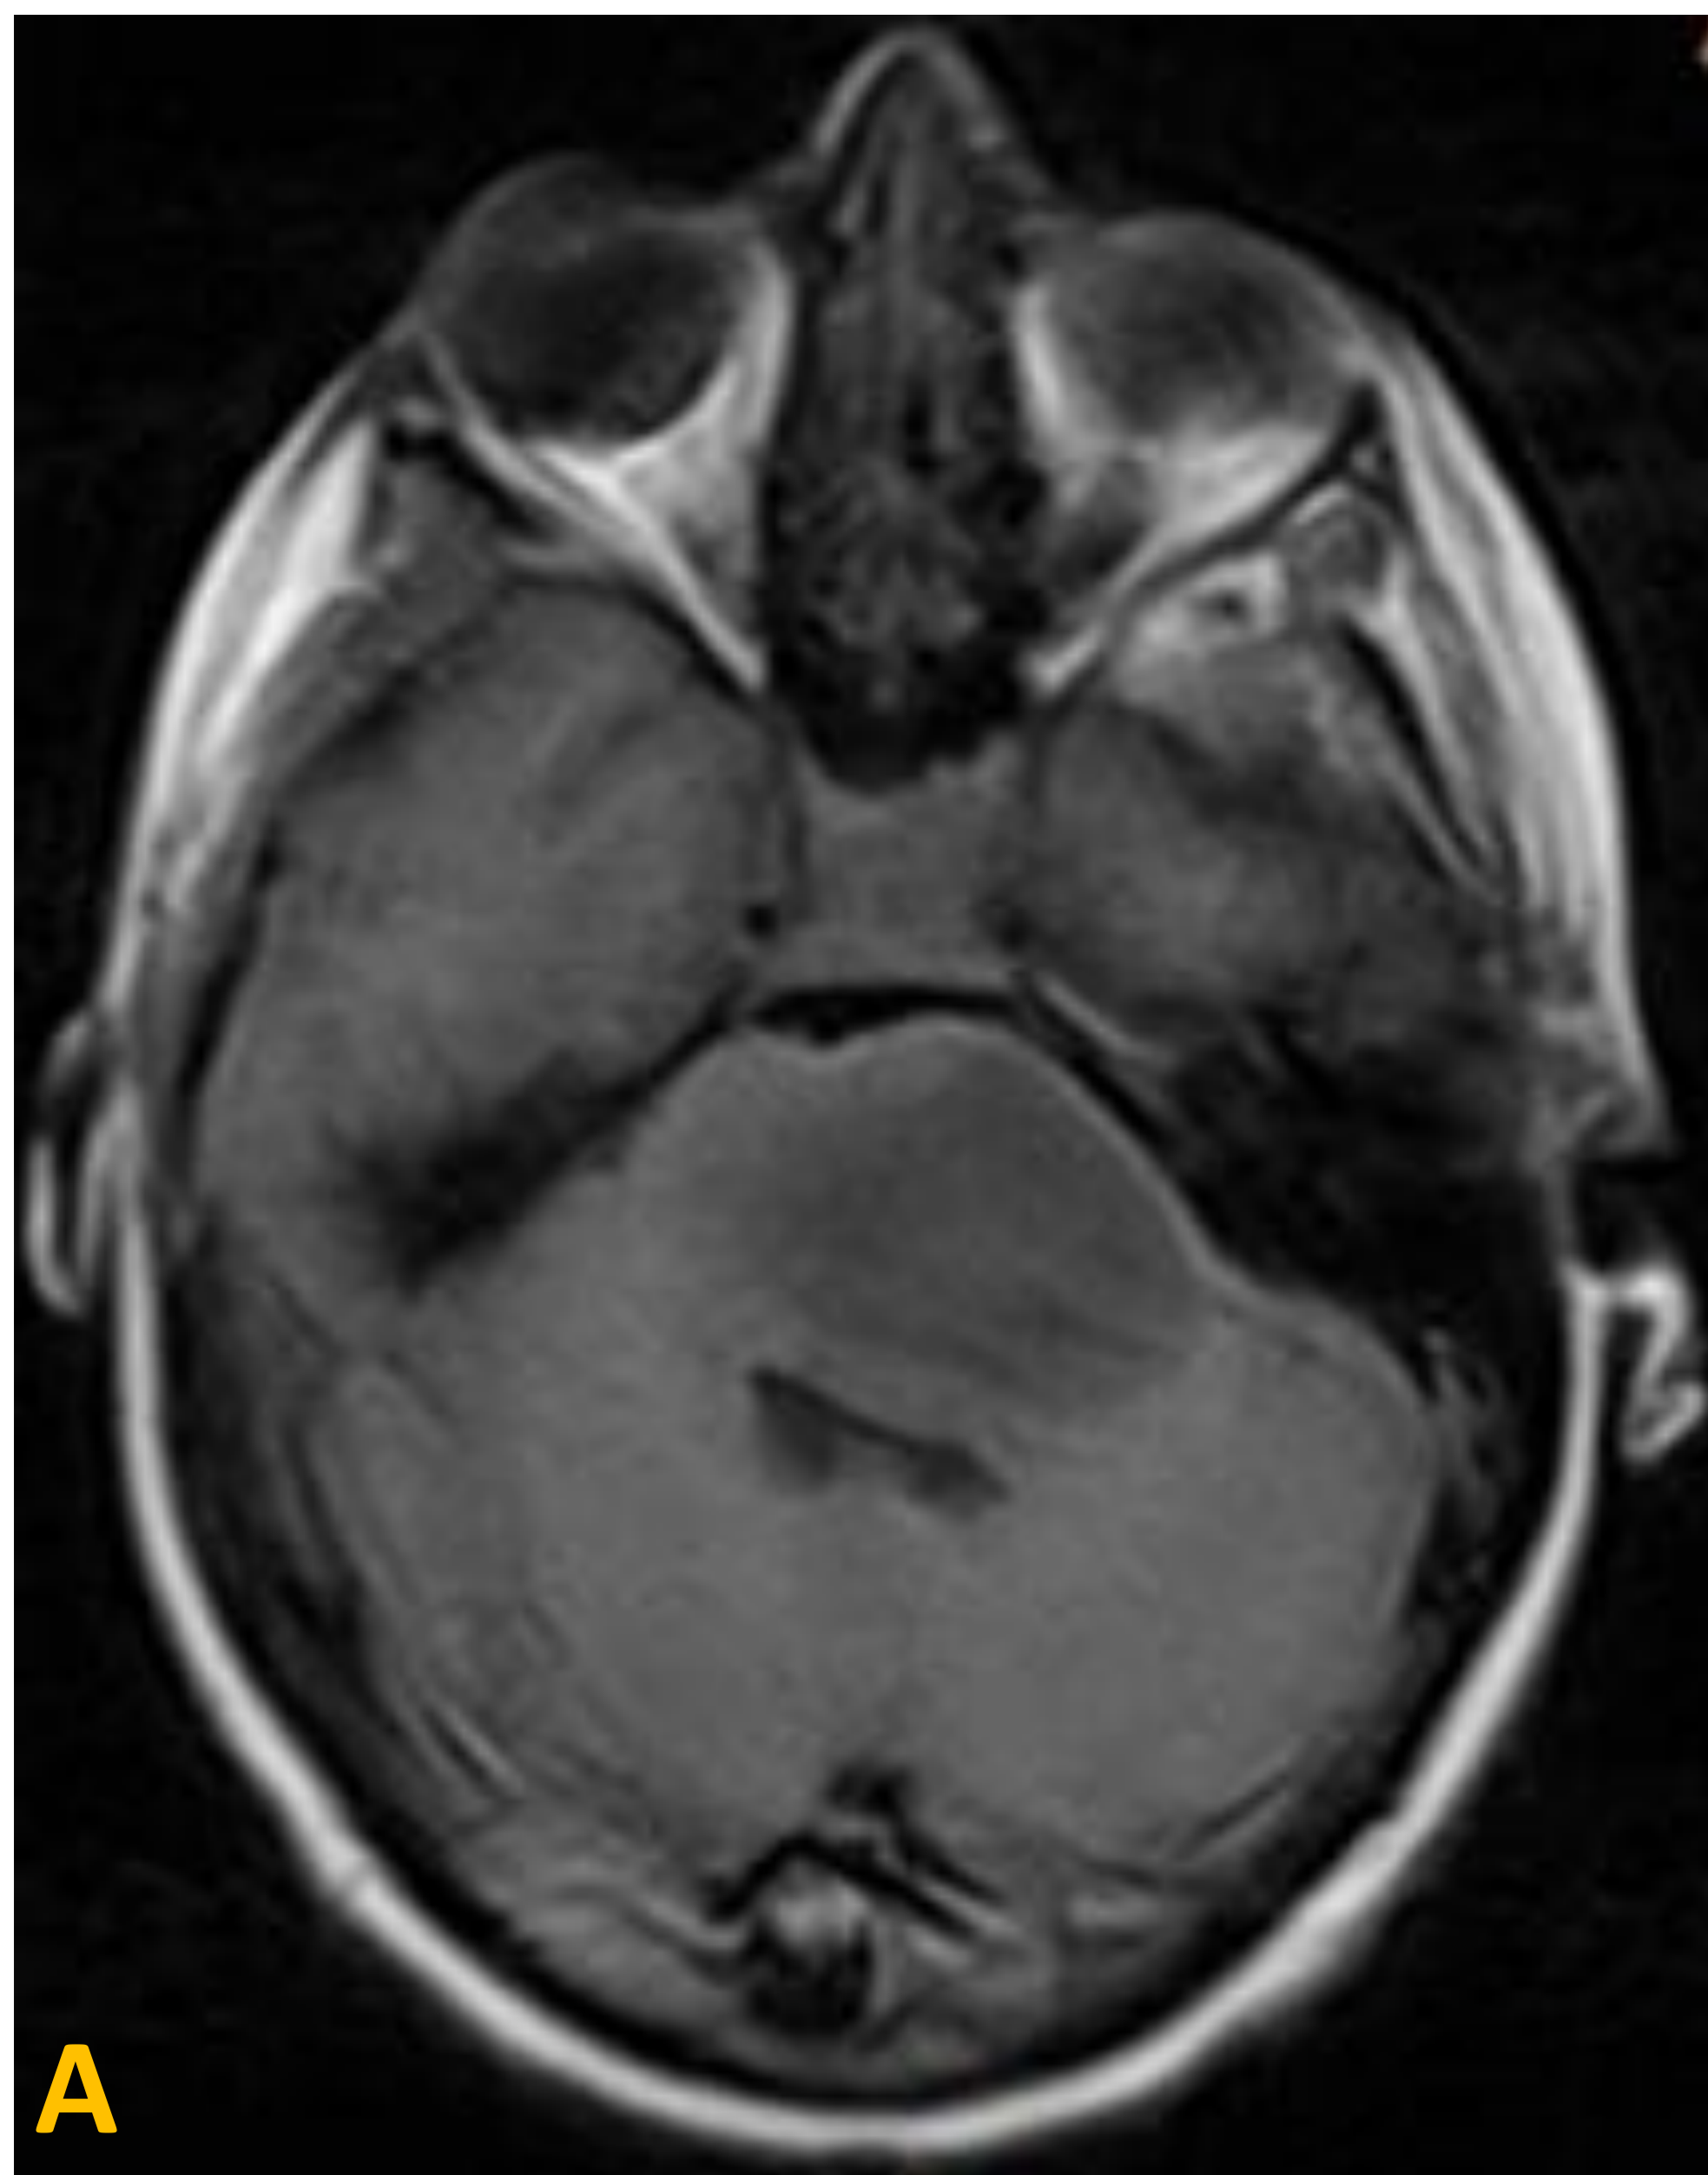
Secuencias en plano axial T1 sin contraste (A), DP (B) y FLAIR (C). Proceso expansivo en las estructuras del tronco del encéfalo, hipointenso en secuencias potenciadas en T1 e hiperintenso en secuencias potenciadas en T2 - DP y FLAIR.
